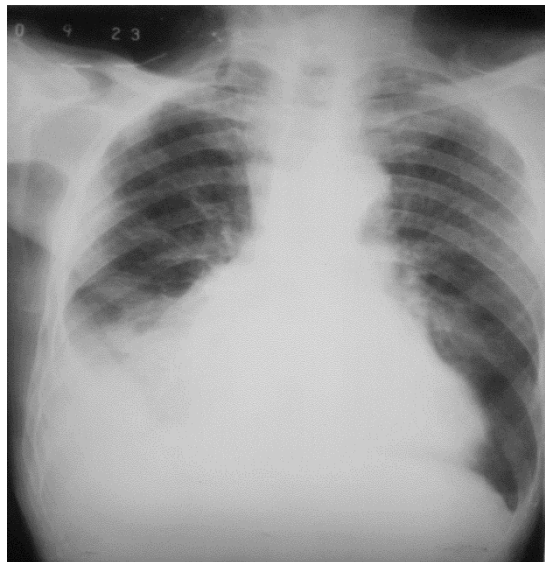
Radiografía simple de tórax en proyección posteroanterior después del tratamiento diurético.
